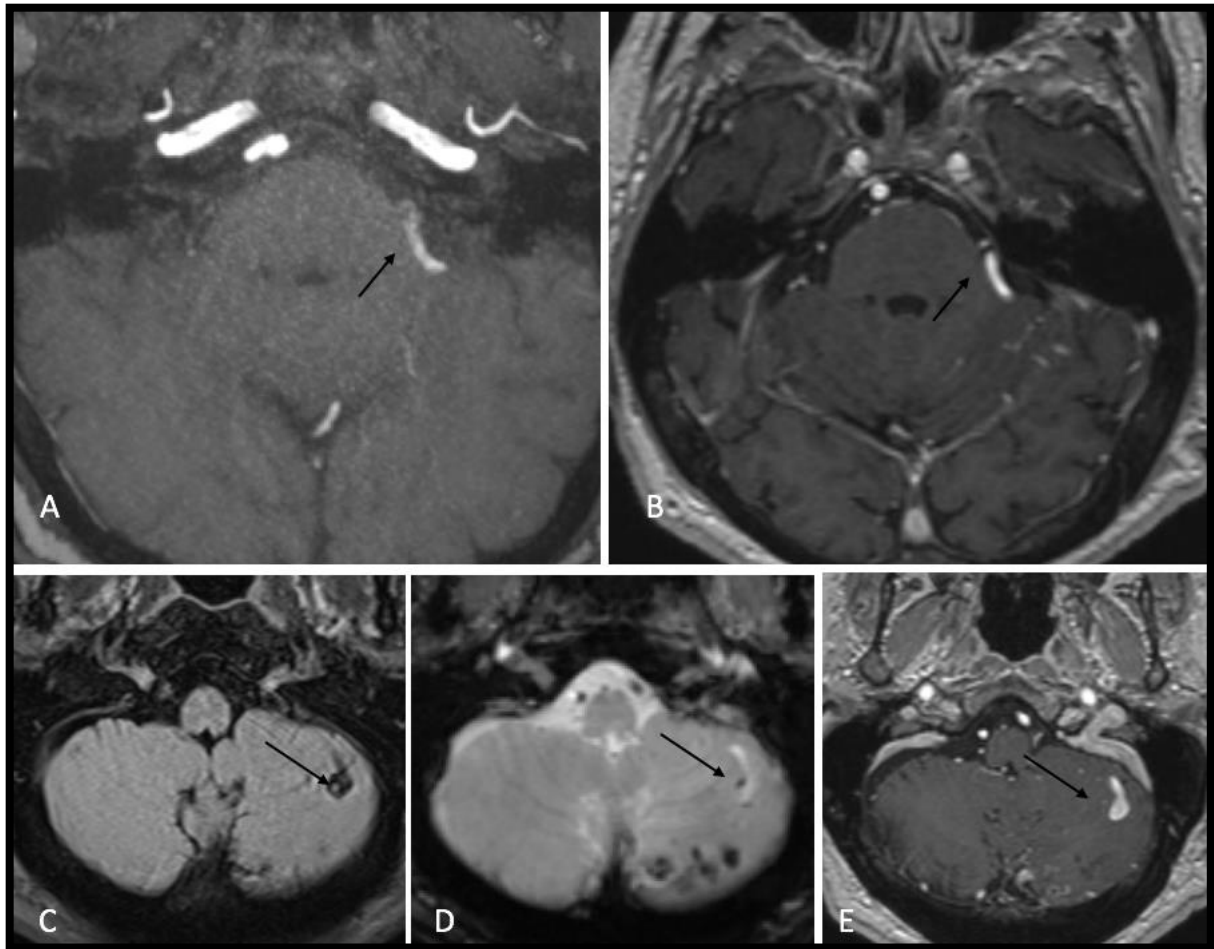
IRM METTANT EN EVIDENCE DES SIGNES DIRECTS ET INDIRECTS DE dAVF. A- TOF ET B- T1 GADOLINIUM : VISUALISATION D'UNE STRUCTURE VEINEUSE LATERO-MESENCÉPHALIQUE (FLECHE) C- FLAIR ET D- T2*GRE ; E-T1 GADOLINIUM : VEINE ARTERIALISÉE DILATÉE ET ANÉVRISMAL (FLECHE) SOUS LA FORME D'UN VIDE DE SIGNAL (C), D'UN HYPOSIGNAL EN RAPPORT AVEC LA DILATATION VEINEUSE ET D'UN HYPERSIGNAL EN RAPPORT AVEC LE DRAINAGE VEINEUX LEPTOMÉNINGE RETROGRADE (D), D'UNE STRUCTURE SE REHAUSSANT (E).
